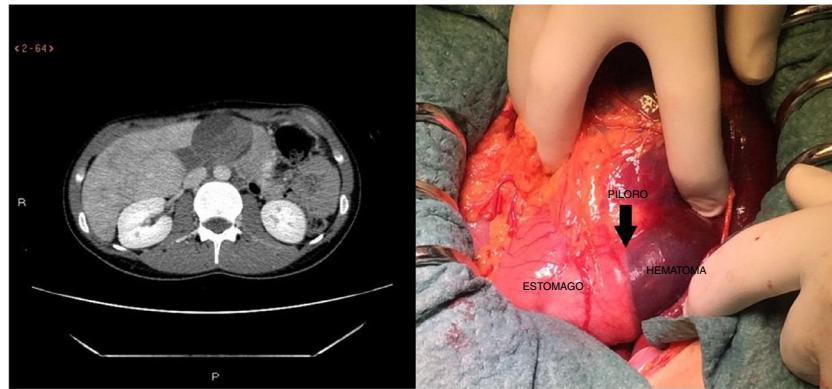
Hematoma duodenal visto por TAC (A) y en el acto quirúrgico (B).
